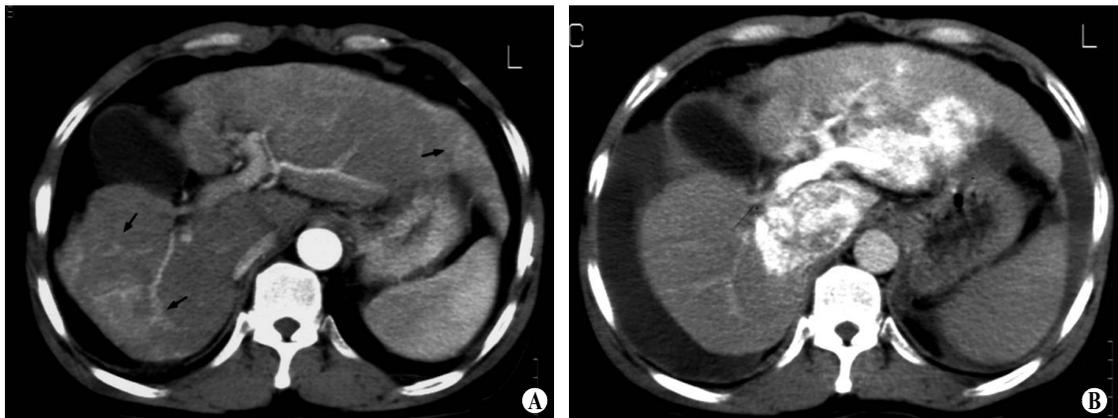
Case of idiopathic diffuse liver disease. A. Arterial phase of dynamic CT show transient arterial hyperperfusion(arrows) of peripheral zone of the liver. B. CT during arterial portography show enhancement only in central portion of the liver otherwise no enhancement in peripheral portion.
